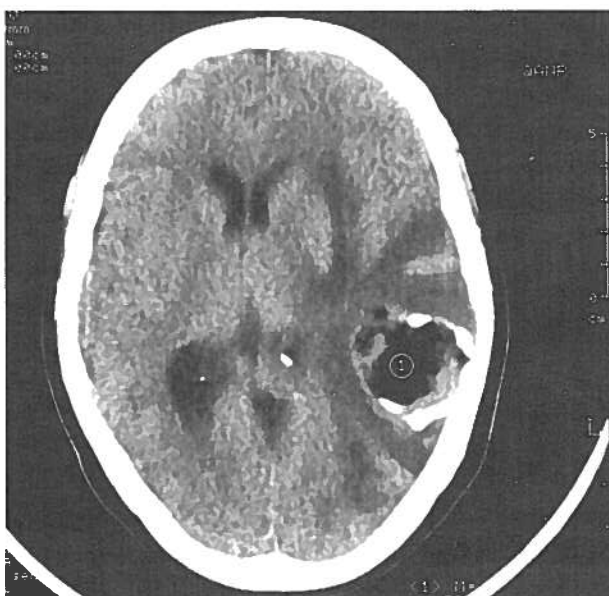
A TAC revelou que a lesão tinha grande componente adiposo e calcificações
